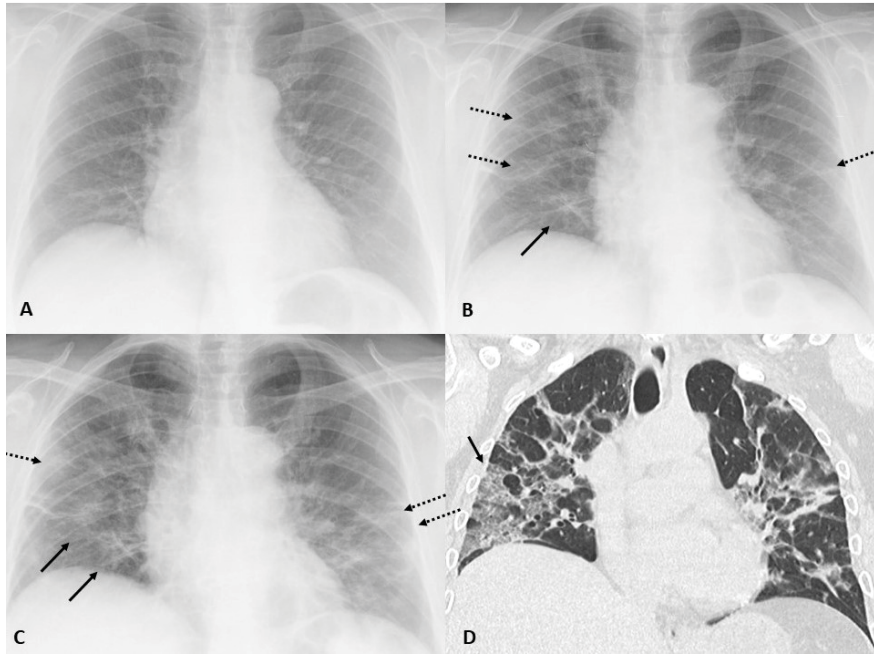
A. RT, paciente de 75 años que acude al servicio de Urgencias con clínica compatible con infección COVID-19 de 1 día de evolución, la radiografía no mostró alteraciones, el resultado de PCR para SARS-CoV2 fue positivo. B. RT 4 días más tarde se identifica opacidad en vidrio deslustrado (OVD) en base derecha (flecha) y patrón intersticial reticular (flechas discontinuas). C. RT 2 días después es más llamativo el patrón reticular por engrosamiento de los septos (flechas discontinuas) con persistencia de las OVD (flechas). D. Imagen de TCT, reconstrucción coronal. Las OVD se identifican con mayor facilidad en la imagen de TCT respecto a la RT.
